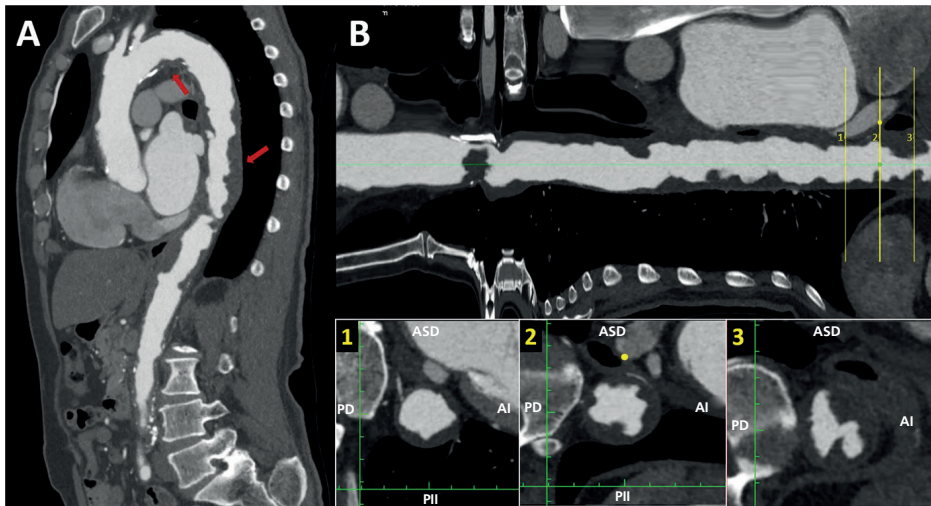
A. Angiotomografía - Corte sagital de la aorta. Múltiples placas ateroscleróticas, en tándem, a lo largo de todo el trayecto del arco aórtico y la aorta toracoabdominal (flechas rojas), predominantemente en la porción supradiafragmática. B. Reconstrucción longitudinal de la aorta. El corte transversal muestra placas con un coeficiente de atenuación bajo (35 UH), bordes irregulares (recuadro inferior central), ulceradas y asociadas a imágenes sugestivas de trombo (recuadro inferior derecho).
